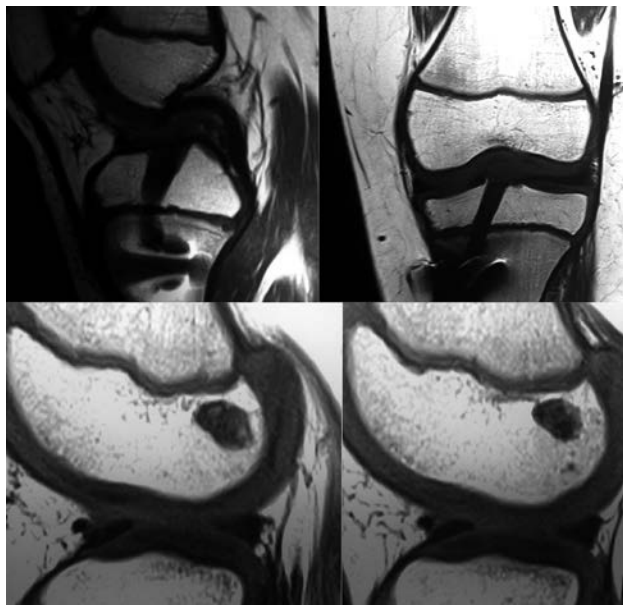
Resonancia magnética 5 meses post operatorio.
